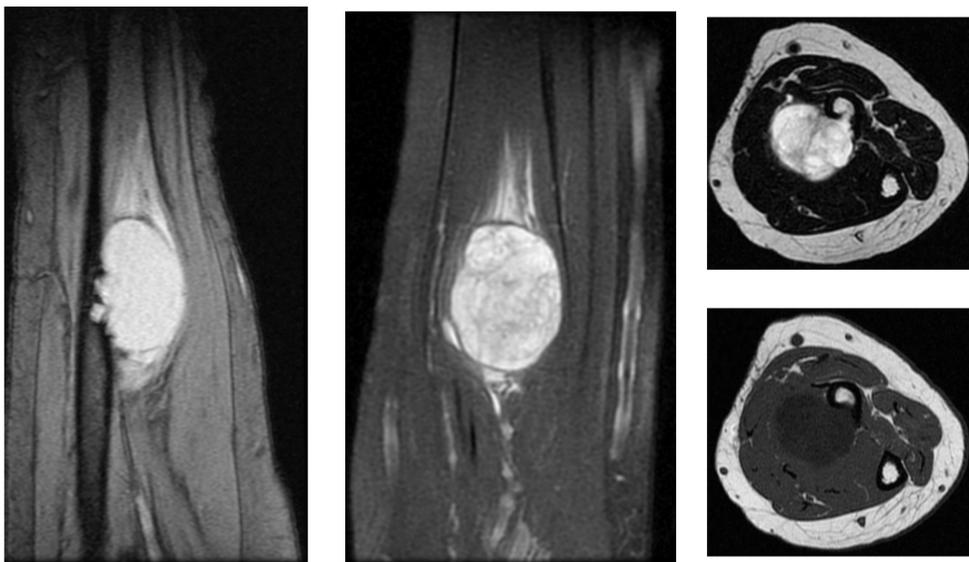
a 6: Imágenes de RMN
